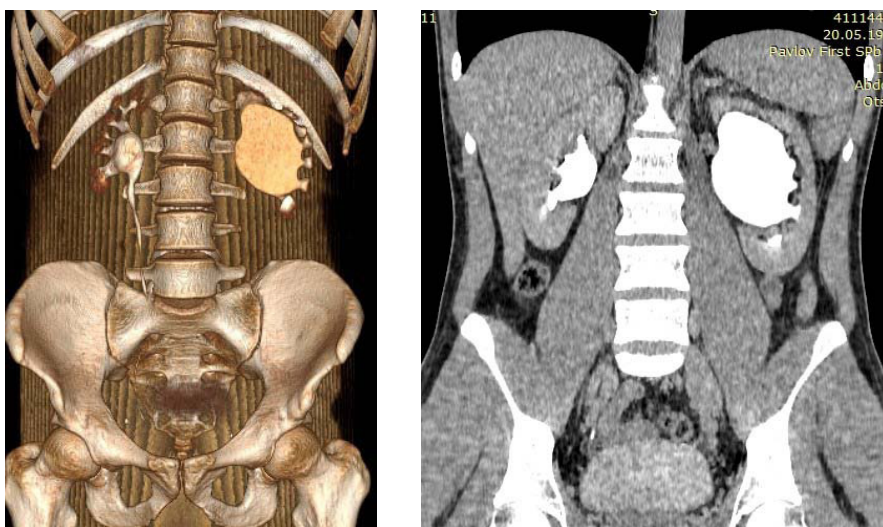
МСКТ забрюшинного пространства: рецидивная стриктура пиелоуретерального сегмента слева
